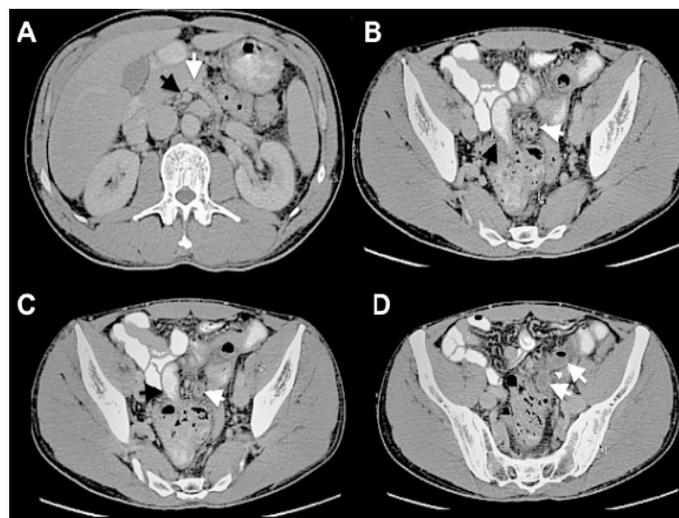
TC abdominal con contraste. A. Posición invertida de los vasos mesentéricos superiores (flecha negra: arteria, flecha blanca: vena); B y C. Localización anormal de la válvula ileocecal (flecha negra) y el apéndice cecal izquierdo (flecha blanca); D. Apéndice cecal de localización izquierda, con signos de apendicitis aguda (flechas blancas).
